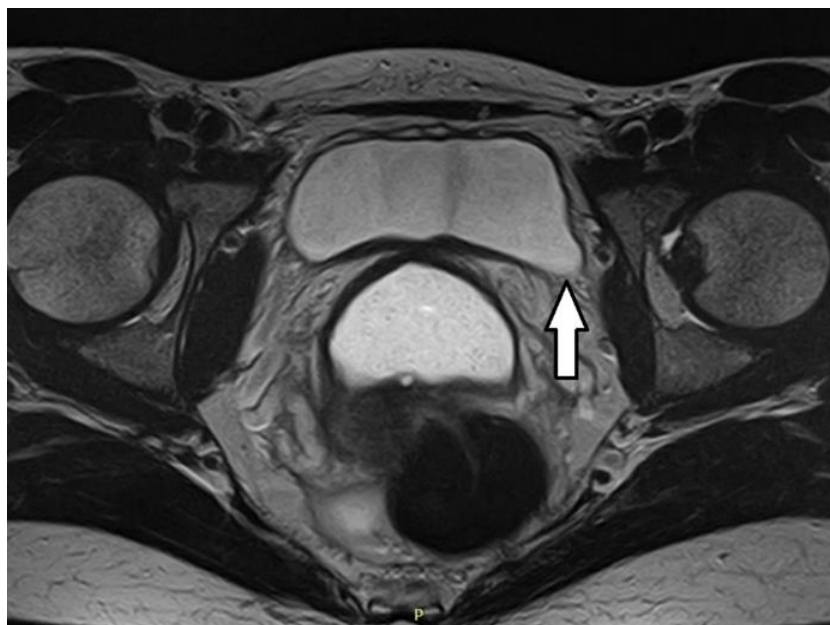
МР-томограмма малого таза с контрастированием пациентки N. T2 – взвешенное изображение в аксиальной проекции. Отмечается «провисание» заднебоковой стенки мочевого пузыря – паравагинальный дефект фасции асимметричный, наиболее выражено слева (белая стрелка)
